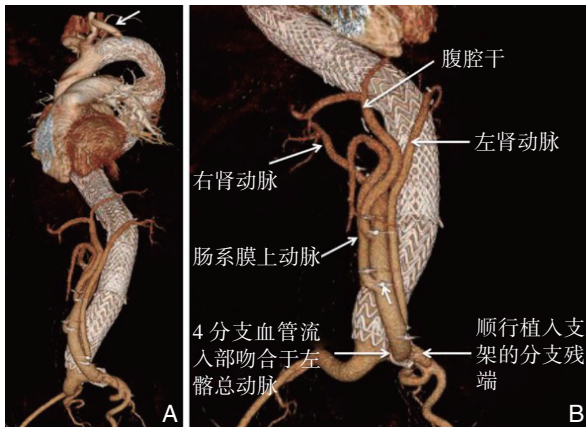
A: II 型 TAAA 患者接受杂交手术后的 CT 造影 (CTA) 随访影像显示 4 根内脏旁路人工血管通畅, 胸主动脉支架的覆盖范围由牛角干 / 左颈总动脉起始部稍远直到腹主动脉双分叉。左锁骨下动脉已被覆盖, 可见通畅的左颈总动脉到左锁骨下动脉的旁路 (箭头); B: 同一患者腹主动脉 CTA 的细节影像显示 4 根内脏旁路人工血管的血供来源于左侧髂总动脉, 通畅的人工血管分支分别供血左肾动脉 (L renal a.)、腹腔干、肠系膜上动脉和右肾动脉 (R renal a.)。同时可见用于第二阶段腔内修复术的顺行分支人工血管残端。小箭头指示内脏人工血管上多个放射线标志中的一个, 可在放射线引导下识别各个分支的起始部
